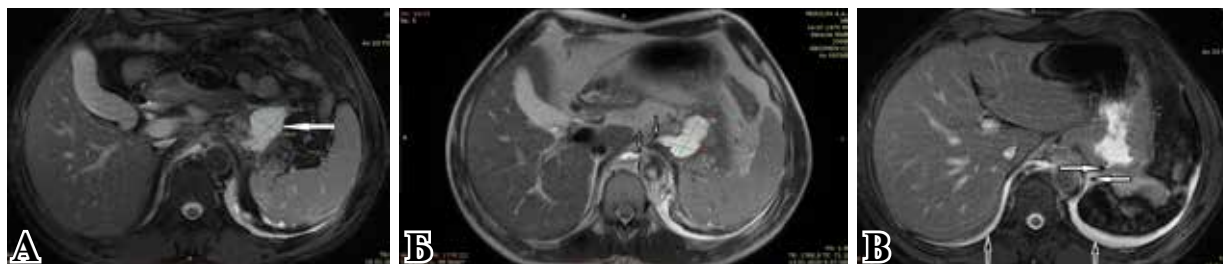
МРТ органов брюшной полости. А — полость псевдокисты хвоста поджелудочной железы размером 5,2×3,2 см (указано стрелкой); Б — полость псевдокисты и её сообщение с парааортальной клетчаткой (указано стрелками); В — панкреатикоплевральный свищ (белые стрелки) и жидкость в плевральных синусах (черные стрелки).
